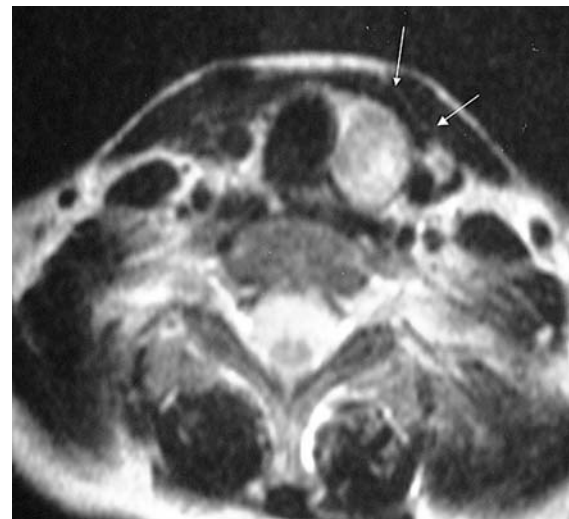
RMN cervical: se objetiva lesión nodular de 2 cm de diámetro entre tronco braquiocefálico y carótida izquierdas compatible con adenoma de paratiroides superior izquierda.
